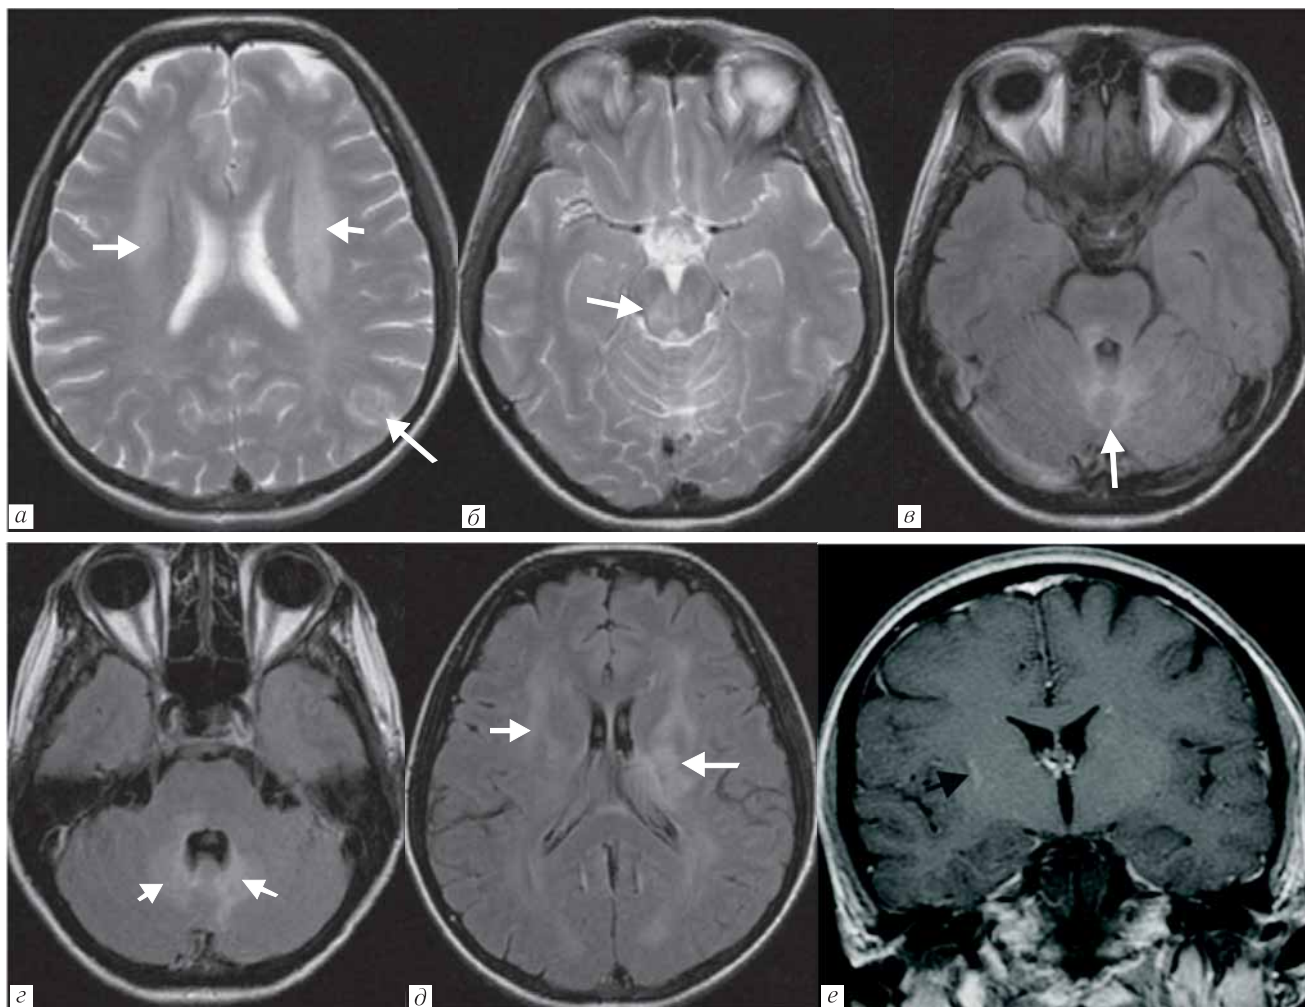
Пациент М., мужчина, 30 лет. ВИЧ-энцефалит, СВИ. Начало АРТ в марте 2013 г. CD4=10 кл/мкл (5%), ВН=46 804 копий/мл. С апреля прогрессирование неврологической симптоматики (головные боли, заторможенность, потеря памяти) на фоне снижения вирусной нагрузки, и стабилизации уровня CD4-лимфоцитов. В спинномозговой жидкости антигены и антитела не выявлены. На МРТ от 10.06.2013 г.: *а, б* — T2-ВИ, *в, г, д* — FLAIR, *е* — T1-ВИ с контрастированием. Выявлено многоочаговое поражение головного мозга (белые стрелки) с нисходящим распространением преимущественно вдоль трактов от перивентрикулярных отделов белого вещества с обеих сторон (U-образные волокна интактны), с вовлечением стволовых структур (больше справа), до мозжечка — поражены дентальные ядра, червь. Выявленные изменения не накапливают контрастное вещество (исключение составляет область колена правой внутренней капсулы, где визуализируется участок избирательного изменения интенсивности сигнала после внутривенного контрастирования — черная стрелка)
